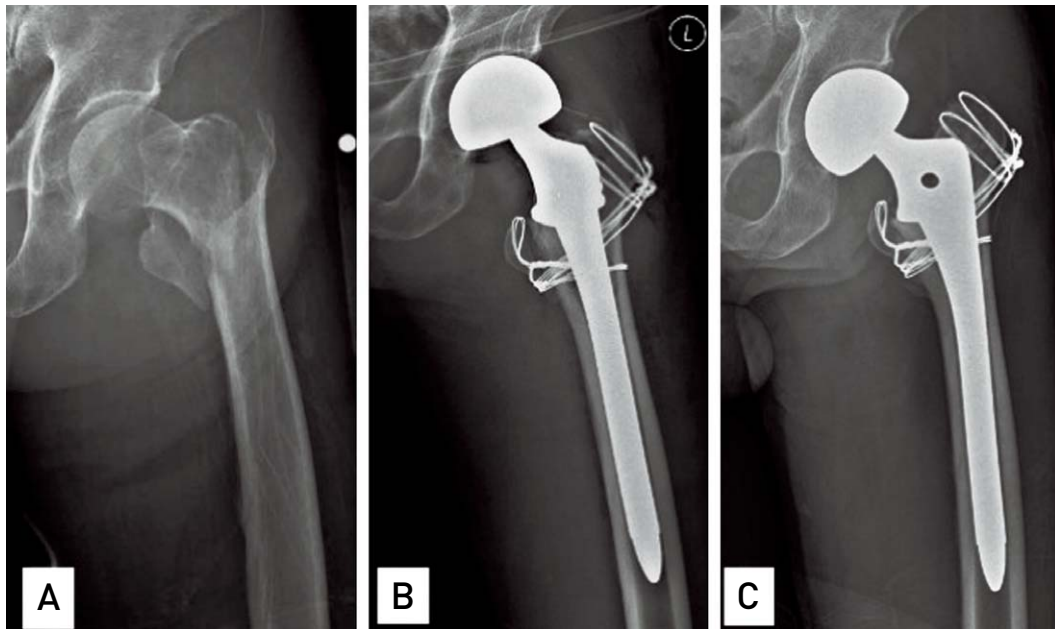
(A) Left anteroposterior lateral radiography of 77-year-old male patient shows A2 femoral intertrochanteric fracture. (B) Postoperative radiograph shows calcar replacement stem is tightly fitted after bipolar hemiarthroplasty with eight figure & cerclage wiring. (C) After 26 months follow up, bony union has been achieved and the stem is tightly fitted after bipolar hemiarthroplasty with figure of eight and cerclage wiring.
